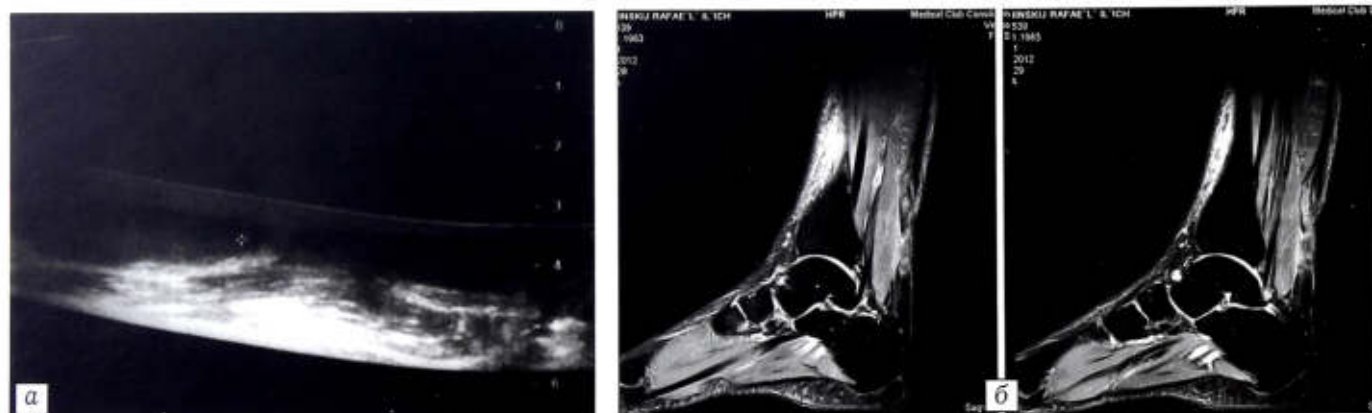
Данные УЗИ (а) и МРТ (б) у больного с полным разрывом АС.
